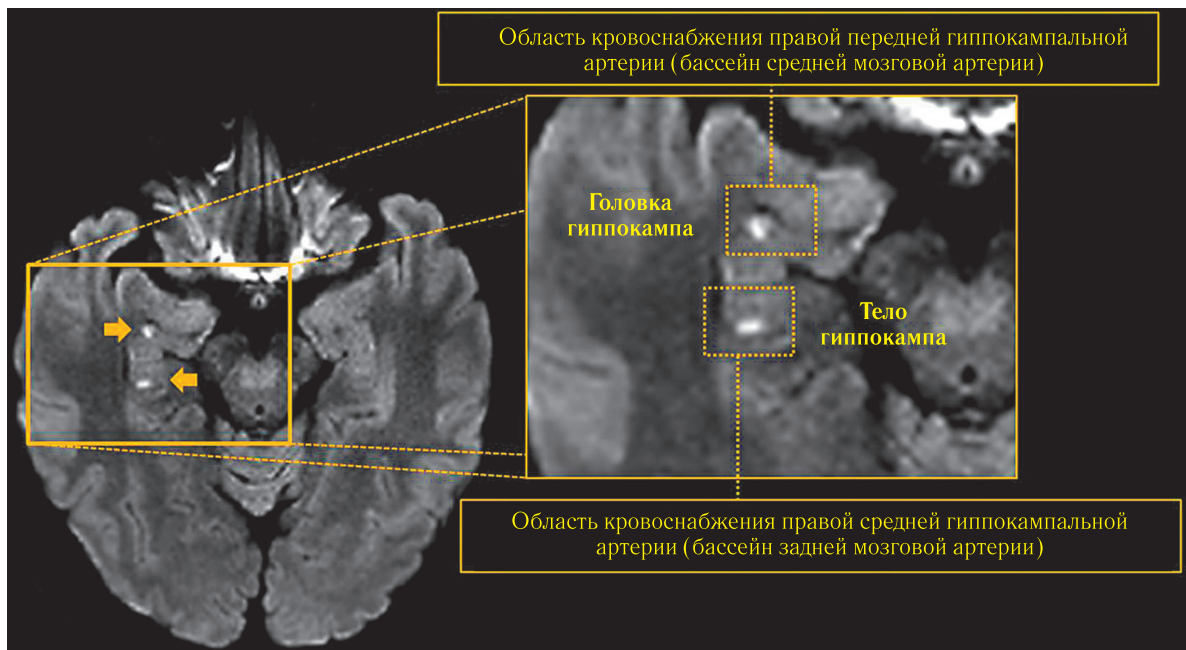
Очаги острого лакунарного инфаркта в правом гиппокампе по данным МРТ DWI ($b=1000$): в головке и теле правого гиппокампа визуализируются два ограниченных очага рестрикции диффузии, которые соответствуют очагам острой ишемии в бассейнах кровоснабжения правой средней мозговой и задней мозговой артерий
